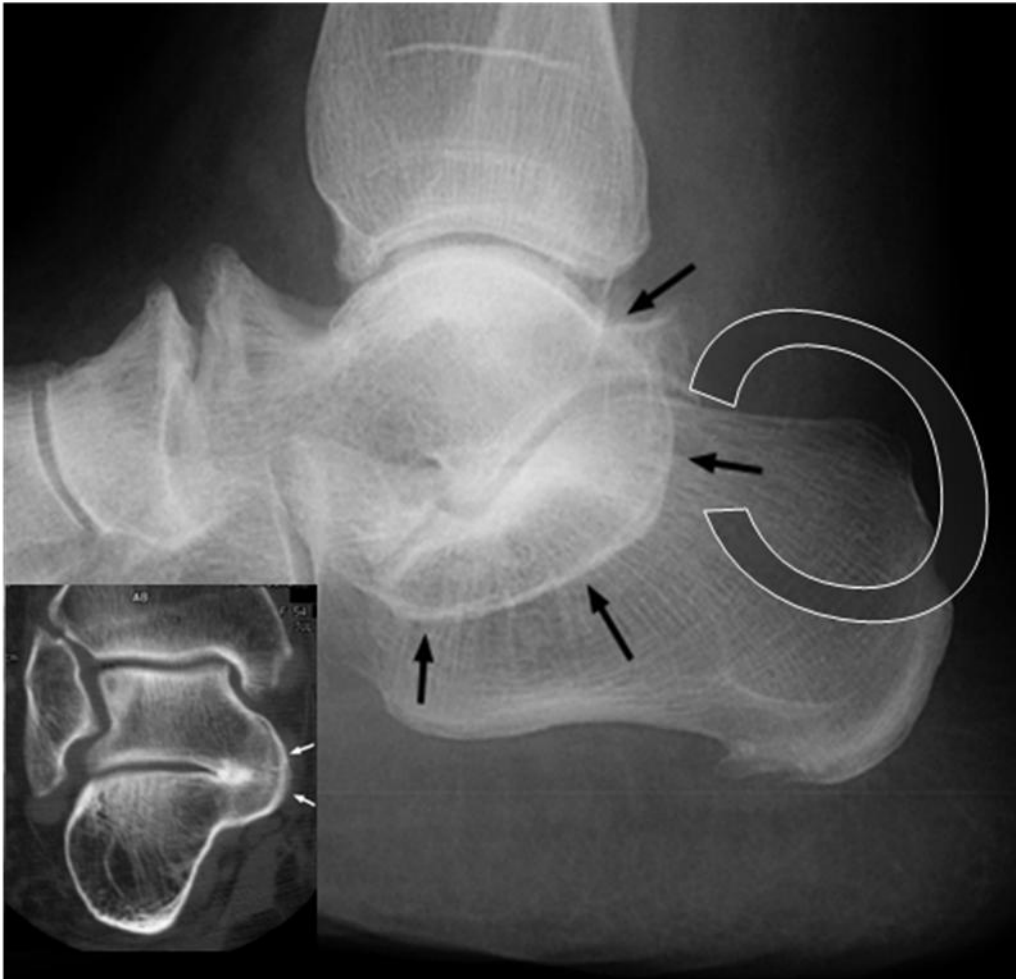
18. Radiografía lateral del tobillo, Imagen en C (flechas) por fusión subtalar entre el domo del talar y el sustentaculum tali.
